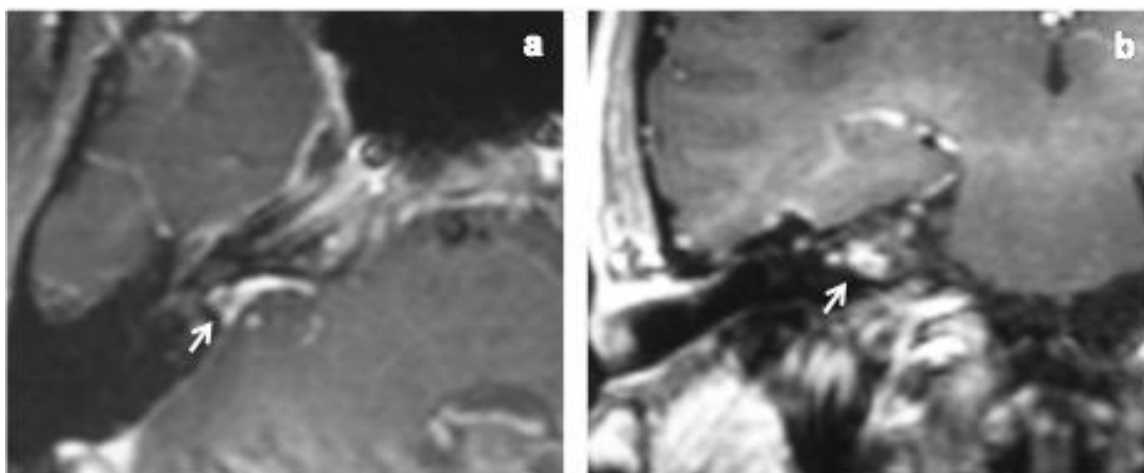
RM con contraste en la que se observa captación de tipo masa en CAI derecho (flechas) en planos axial (a) y coronal (b).
